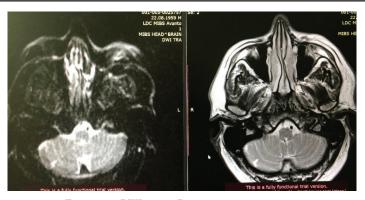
МРТ головного мозга в режиме Т2 справа, DWI слева. Визуализированы ишемические изменения правой гемисферы мозжечка на стыке кровоснабжения передней и задней нижних мозжечковых артерий, нельзя исключить гипоплазию ПНМА справа
